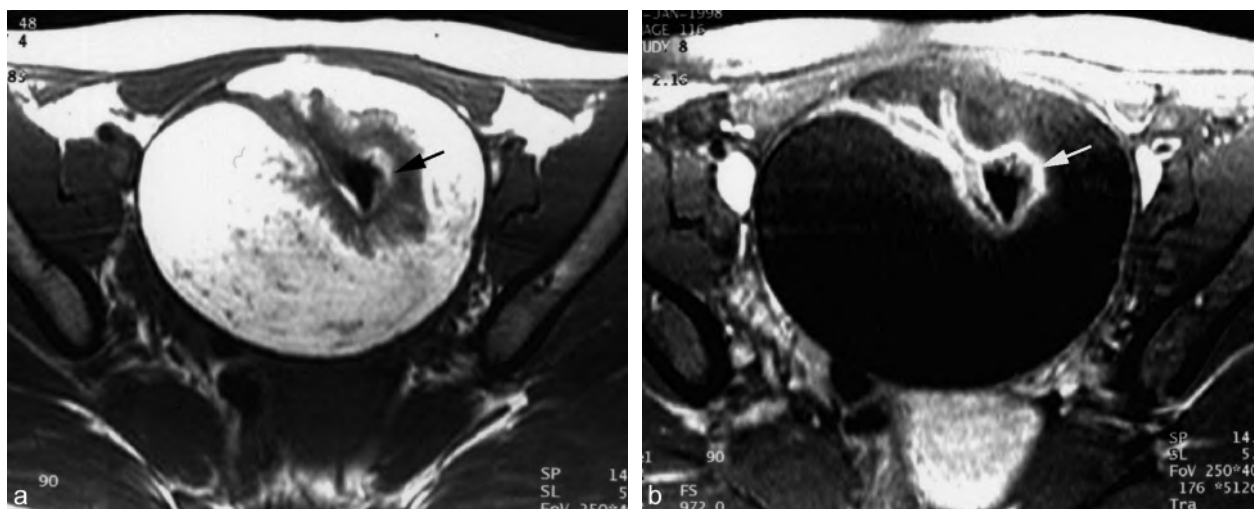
Kyste dermoïde de 10 cm, aspect IRM typique. a. En T1, le contenu graisseux apparaît hyperintense à l'exception d'une zone tissulaire centrale (→). b. En Fat-Sat, on note une extinction du signal de la graisse à l'exception du nodule central (→).
